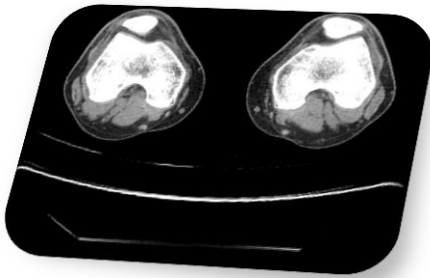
Tomografía formato DICOM.
